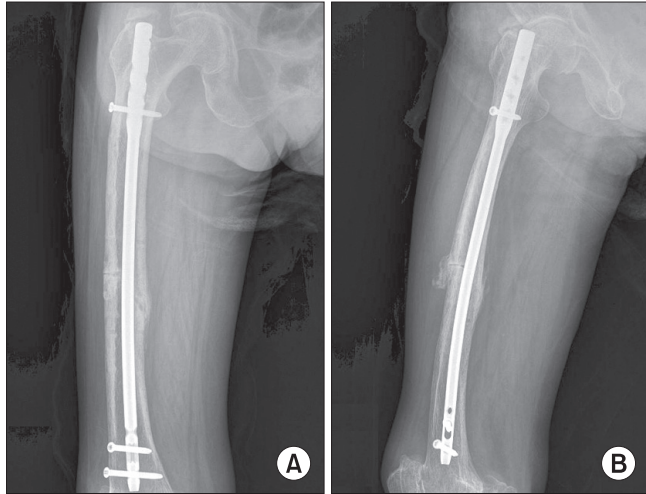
(A, B) Using contralateral curved intramedullary nailing, the operation was performed. Radiographs of the femur taken four months after the operation show callus formation at the fracture site, diminished lateral bowing and gap of the fracture.
